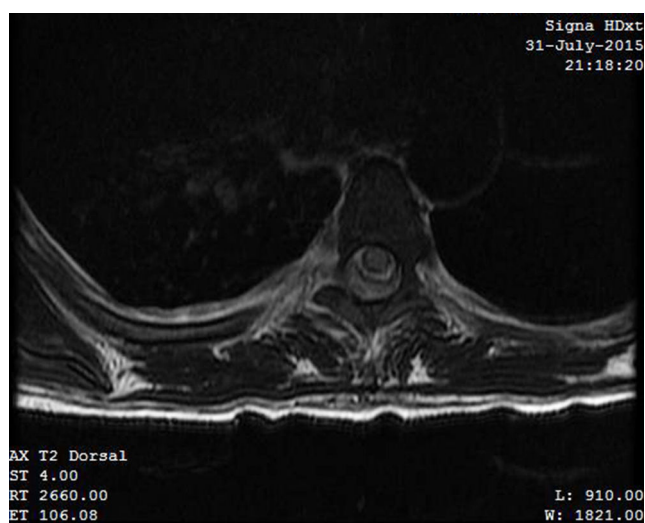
Resonancia magnética (axial T2): infiltración paraespinal que comprime y desplaza la médula con realce heterogéneo del contraste.
